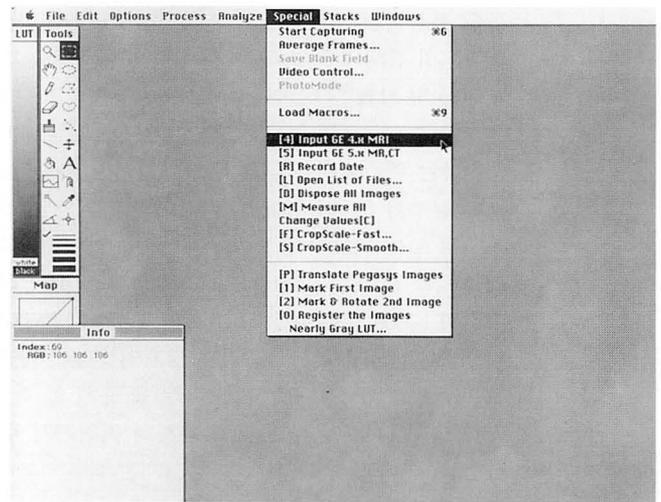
A new pull-down form menu is shown after loading macro through a submenu called "Load Macros." in "Special" menu. Cursor is now on "[4] Input GE 4.x MRI."
